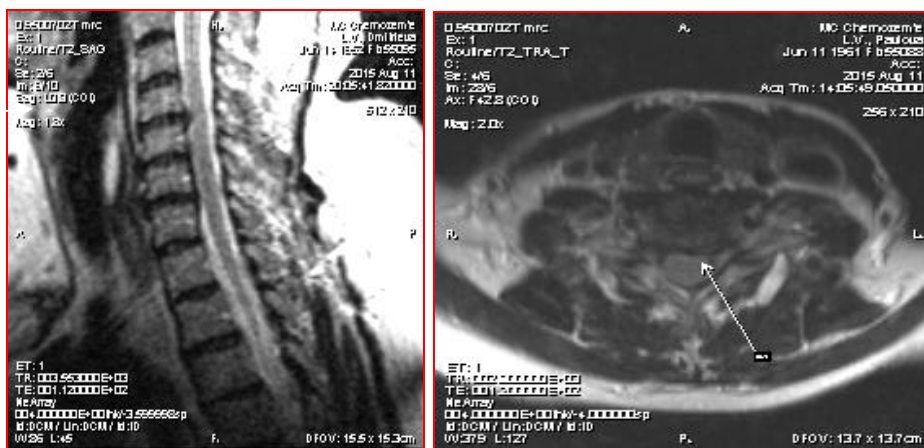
МРТ шейного отдела пациентки К.
